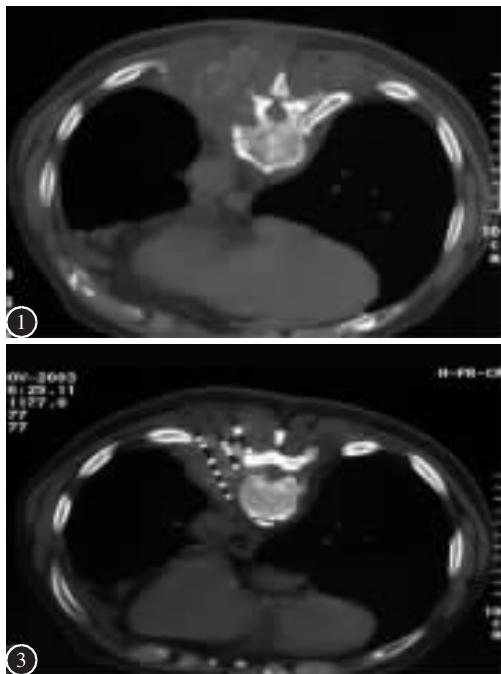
男性,82岁,T10 左侧软骨肉瘤,CT 示肿瘤为 9.3×6.7cm 大小,侵及椎体、小关节、椎旁肌及肋骨
